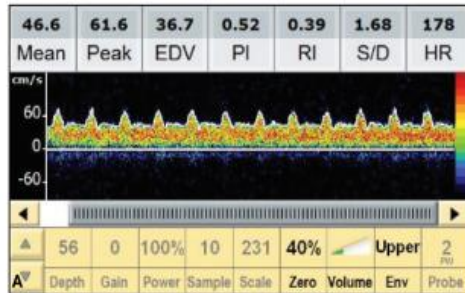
Ejemplo de ondas en ecografía Doppler transcraneal, junto con sus valores. (Tomado de: LaRovere;34.J Ultrasound med 2015)
